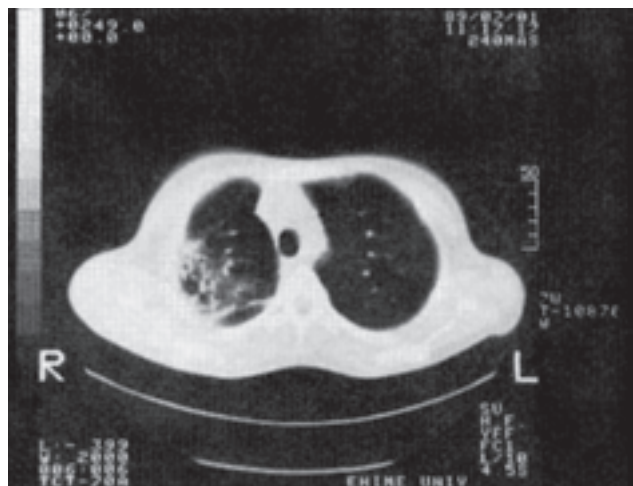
КТ ОГК у горизонтальній проекції, що візуалізує ознаки бронхоектазів у правій легені у пацієнта з первинним дефіцитом IgG2, IgG4 та IgE (за Ninomiya H. зі співавт.)
